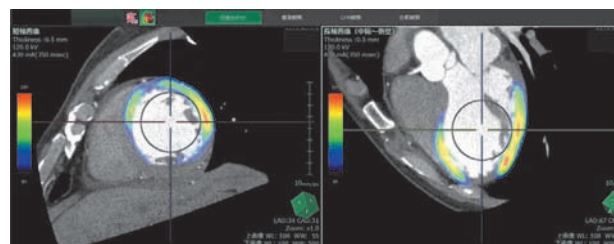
融合画像作成は断層像どうしの重ね合わせから開始する。自動的に CT 画像と核医学画像を重ね合わせた断層像として表示されるが、最終確認は視覚的に行い、必要があればカーソルを操作して微調整を行う。カラー表示されているのが心筋血流シンチ。
